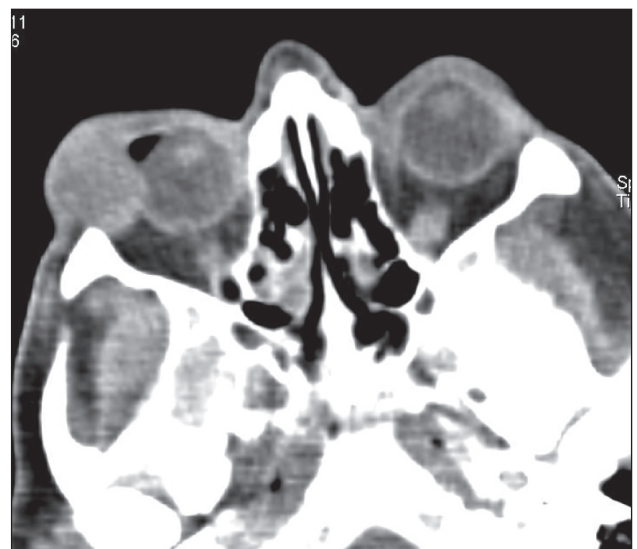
При компьютерной томографии в проекции слезной железы справа определяется новообразование, которое равномерно накапливает контраст во все фазы. Образование интимно прилегает к склеральной оболочке глазного яблока
